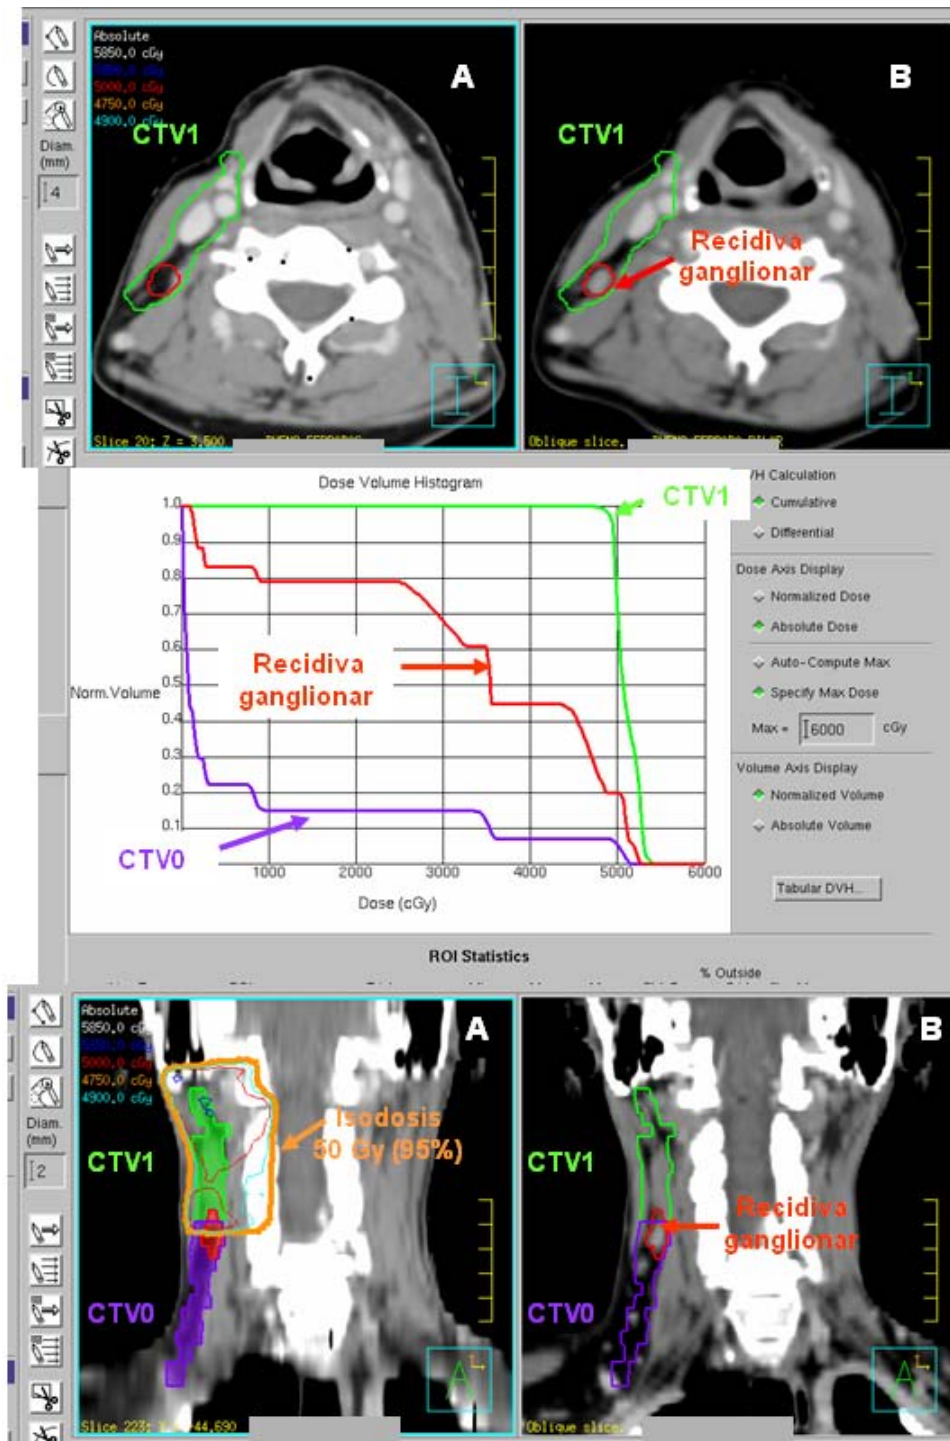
Recidiva ganglionar marginal al campo de irradiación. Fusión con registro simultáneo de imágenes e identificación de Volúmenes (CTV1, CTV0, VRG) entre TC de simulación pre-recidiva (A) y TC de simulación post-recidiva ganglionar (B). Histograma de dosis-volumen correspondiente a Recidiva ganglionar, con los distintos parámetros dosimétricos.
